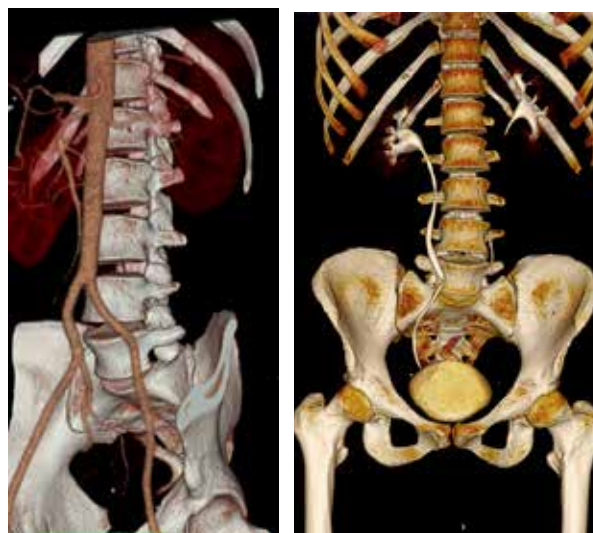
КТ-ангиография и КТ-урография с определением пространственного положения мочеточников.
